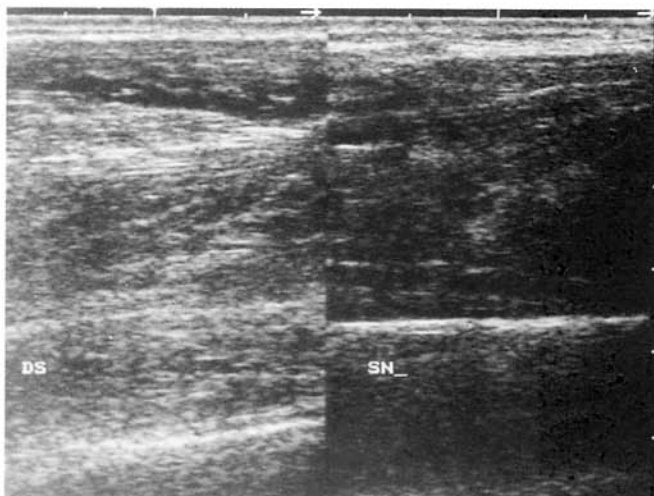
Ecografia comparativa delle regioni mediali della gamba, scansioni sagittali del lato destro e sinistro: il tessuto muscolare presente al di sopra della linea iperecogena rappresentata dalla tibia è a destra ben più sviluppato che a sinistra e in particolare a destra esiste un fascio muscolare superficiale assente a sinistra.
